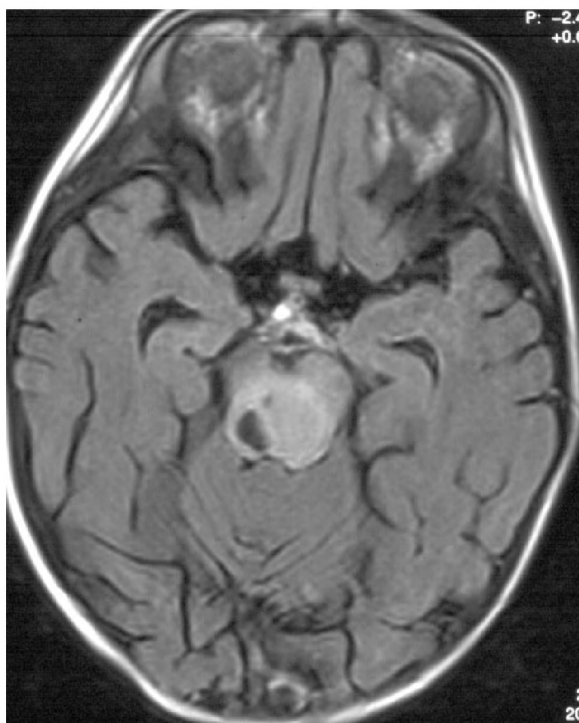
FSE FLAIR transverse plane. Tumor of the midbrain.
